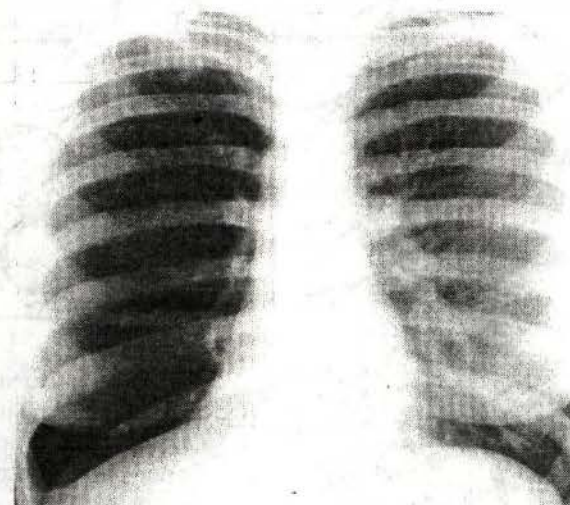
Radiografie de ansamblu. Hipertransparență a câmpului pulmonar pe dreapta cu micșorarea numărului de elemente a desenului pulmonar, hipoplazia hilului. Displazie a pulmonului drept.
